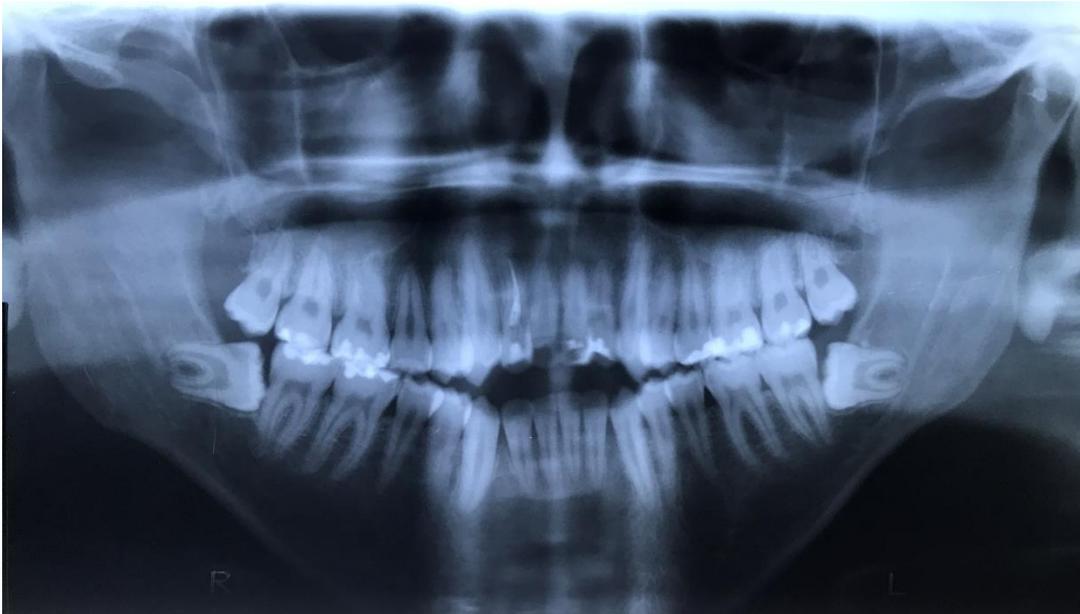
Foto da radiografia panorâmica
